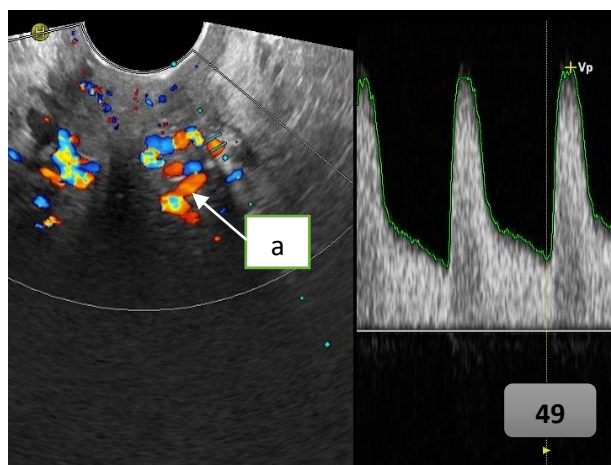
Ультразвуковая томограмма локально усиленной васкуляризации в шейке матки через 3 месяца после окончания лечения (пациентка А.): а) участки локально усиленной васкуляризации
